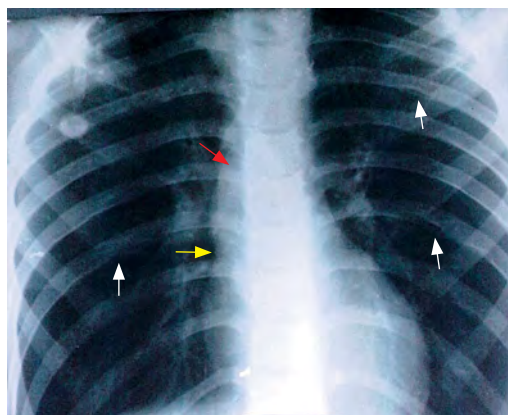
Рентгенограмма грудной клетки (в прямой проекции). Расширение восходящей аорты (указано красной стрелкой), подчеркнутая «тали» сердца (желтая стрелка), узурация нижних краев ребер (белые стрелки)
